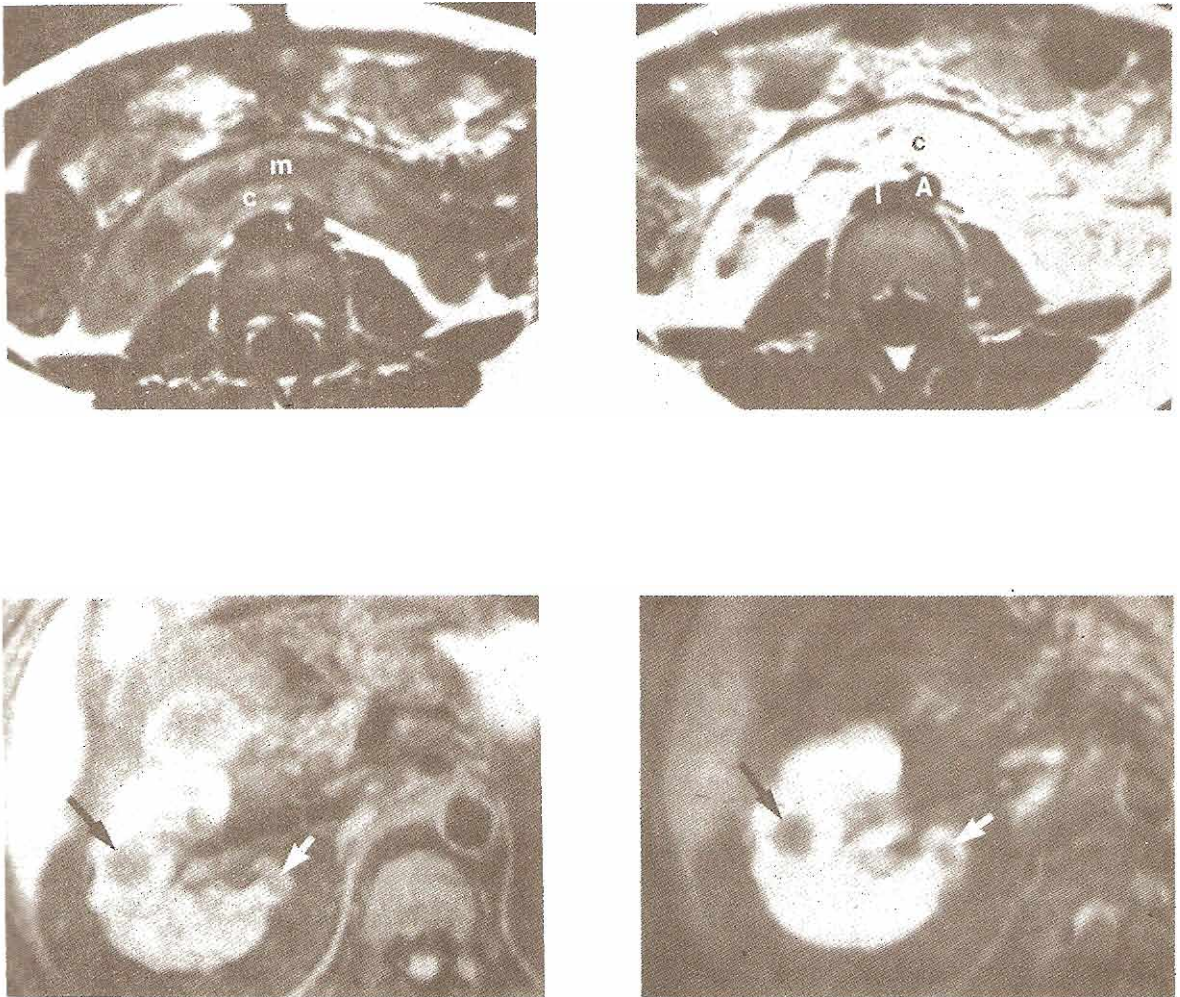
Imágenes de RM, arriba izquierda: y riñón en herradura arriba derecha: Arriba izquierda: Imagen no incrementada con T1 intensa; (m) médula; (c) corteza renal. Arriba derecha: Imagen con T1 intensa incrementada mediante gadolinio-DPTA. Luego de la inyección del medio de contraste hay incremento uniforme en la corteza renal (C). El incremento del contraste muestra que la porción de riñón frente a la aorta (A) y de la vena cava inferior (I) corresponden a parénquima renal funcionando. Abajo izquierda y abajo derecha: Imagen T1 con saturación de grasa de los quistes renales, con y sin medio de contraste. En el rastreo sin contraste (abajo izquierda) se observan ambos quistes renales, el lateral (flecha negra) y el medial (flecha blanca), pero el contraste entre quistes renales y parénquima renal adyacente se aprecia mejor con la imagen incrementada mediante gadiolinio (abajo derecha).
